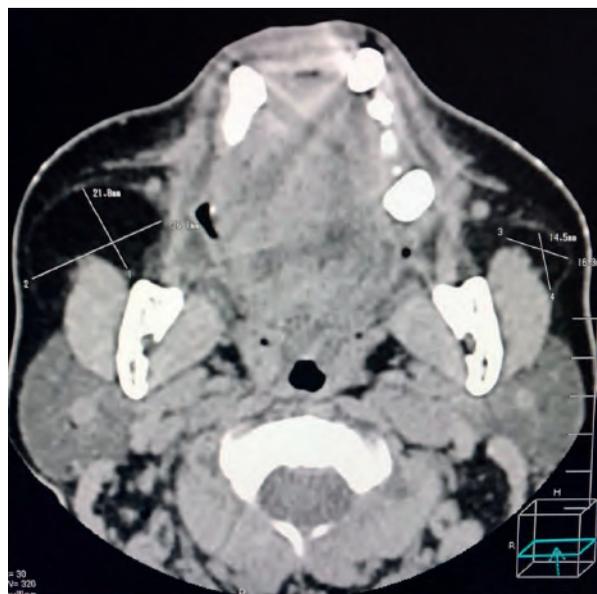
Tomografía computarizada (corte axial) preoperatoria.
